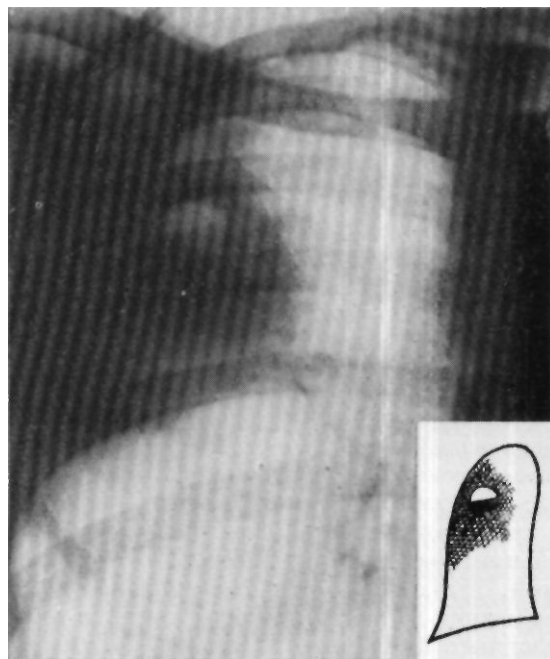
Рентгенограмма больного Ш-ва. Справа, соответственно верхней доле, определяется интенсивное неомогенное затемнение с четкой нижней границей. На фоне затемнения видна полость с горизонтальным уровнем жидкости.
